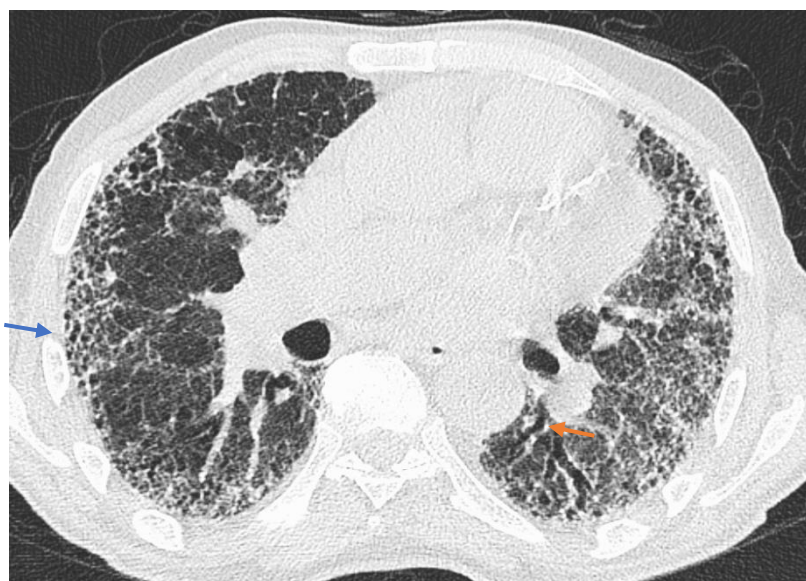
TDM thoracique coupe axiale montre de multiples lésions kystiques périphériques de taille variable réalisant un aspect de rayon de miel (flèche bleue), avec des foyers de bronchectasies par traction (flèche orange), dans le cadre d'une pneumopathie d'hypersensibilité chronique.
